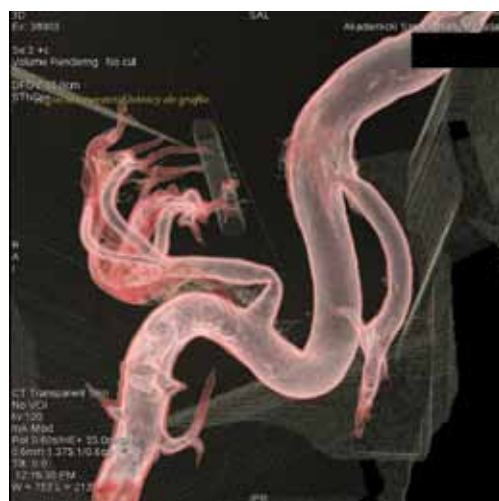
Rekonstrukcja objętościowa angiografii TK uwidaczniająca krótkoodcinkową istotną stenozę oraz zagięcie pnia tętnicy nerkowej
